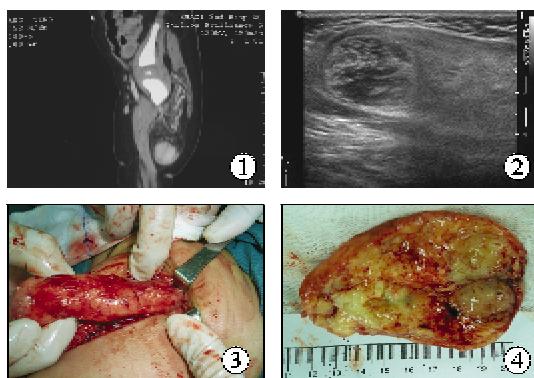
增强CT检查提示右侧股骨后方混杂密度肿块，以脂肪及明显强化软组织密度为主。图2 彩超提示右侧大腿后方肌层内70mm×23mm×27mm大小稍强回声团，边界较清楚，形态较规则，部分区域呈蜂窝样改变，内见点状血流信号。图3 术中见右侧大腿后方股二头肌、半腱肌、半膜肌之间有3cm×3cm×8cm大小包块，上达坐骨结节平面，下至大腿中段，质韧，包膜完整，与周围组织分界较清楚。图4 剖开肿瘤，见切面呈鱼肉样，淡红色，可见灶性黄色变性。
